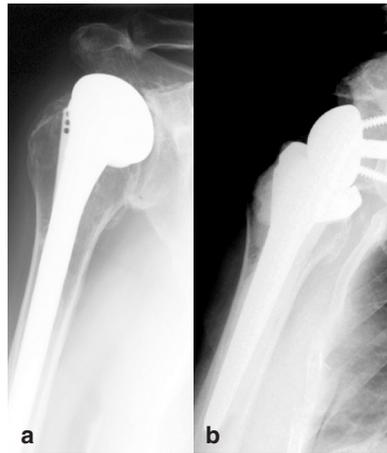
Kranioventrale Subluxation; b: postoperative Röntgenkontrollaufnahme.
